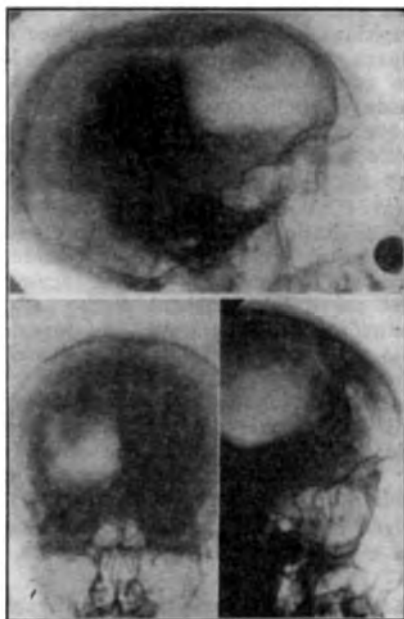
Radiografias antes da intervenção cirúrgica.
